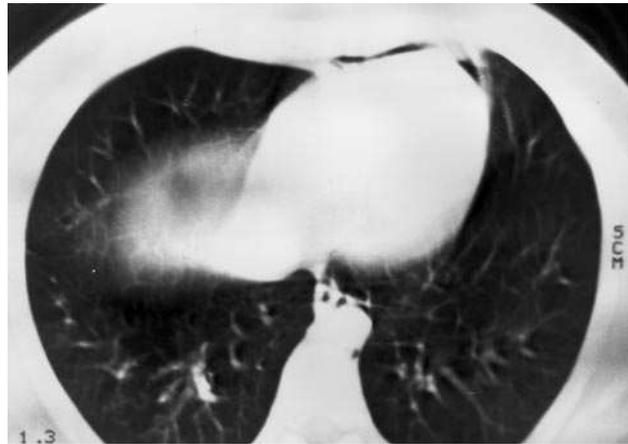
Tomografía computarizada realizada en decúbito supino en la que se objetiva la presencia de aire en la parte anterior de la cavidad pericárdica.
